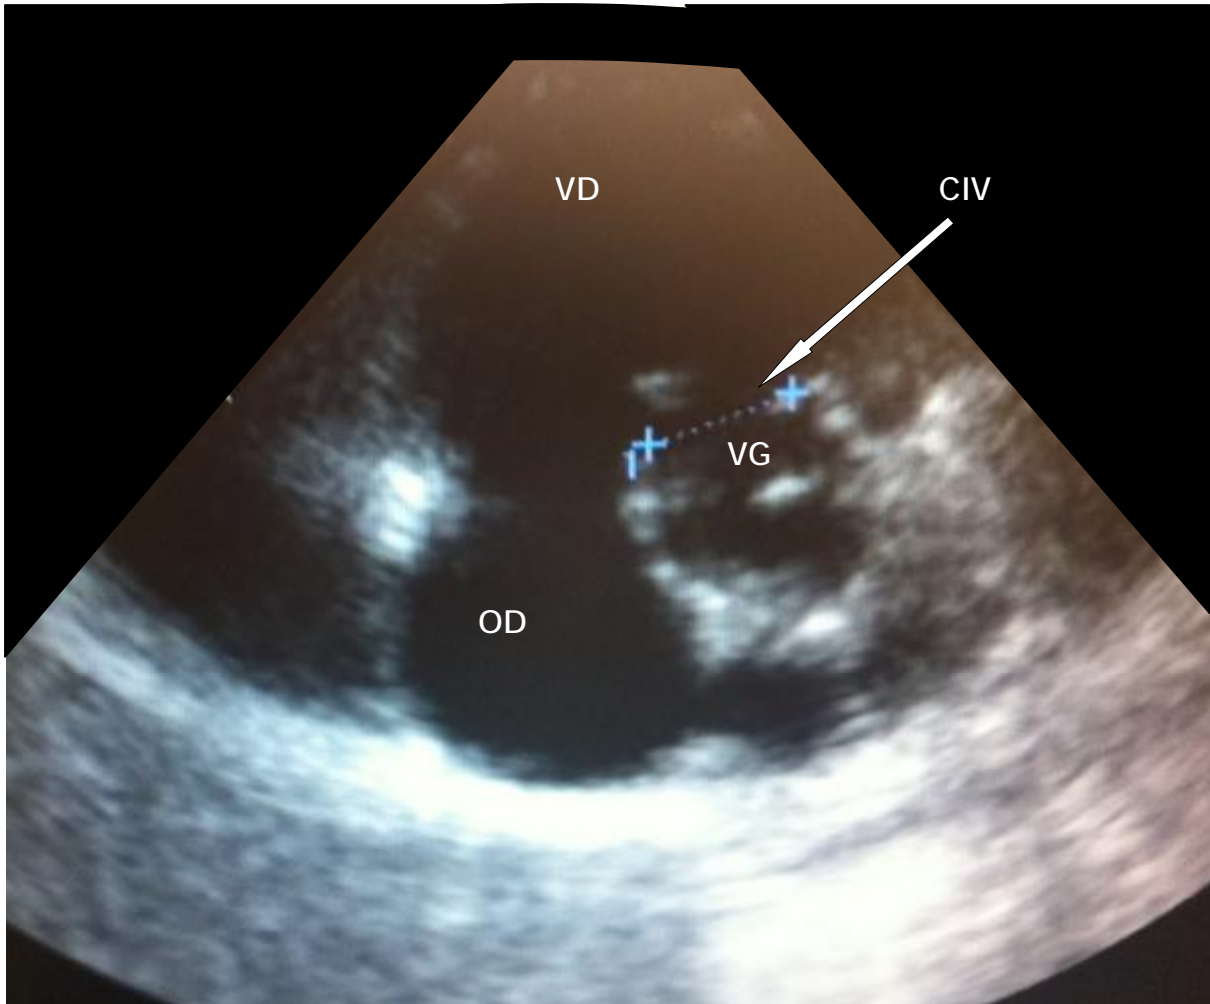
sur cette coupe parasternale petit axe on visualise la CIV perimembraneuse mesurant 13 mm
